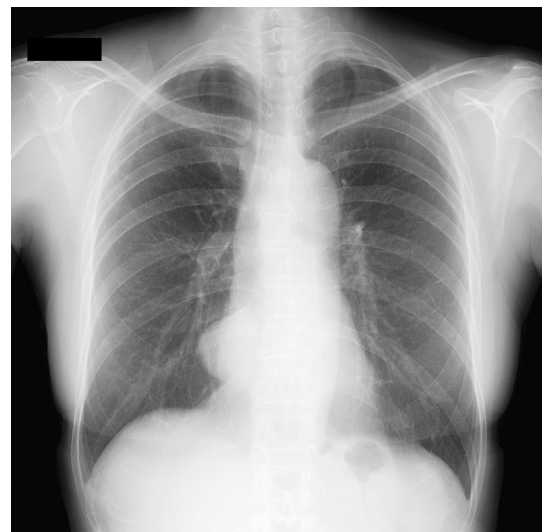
A chest radiograph shows a hemispherical mass in the right lower lung field. The right heart border is not silhouetted.
